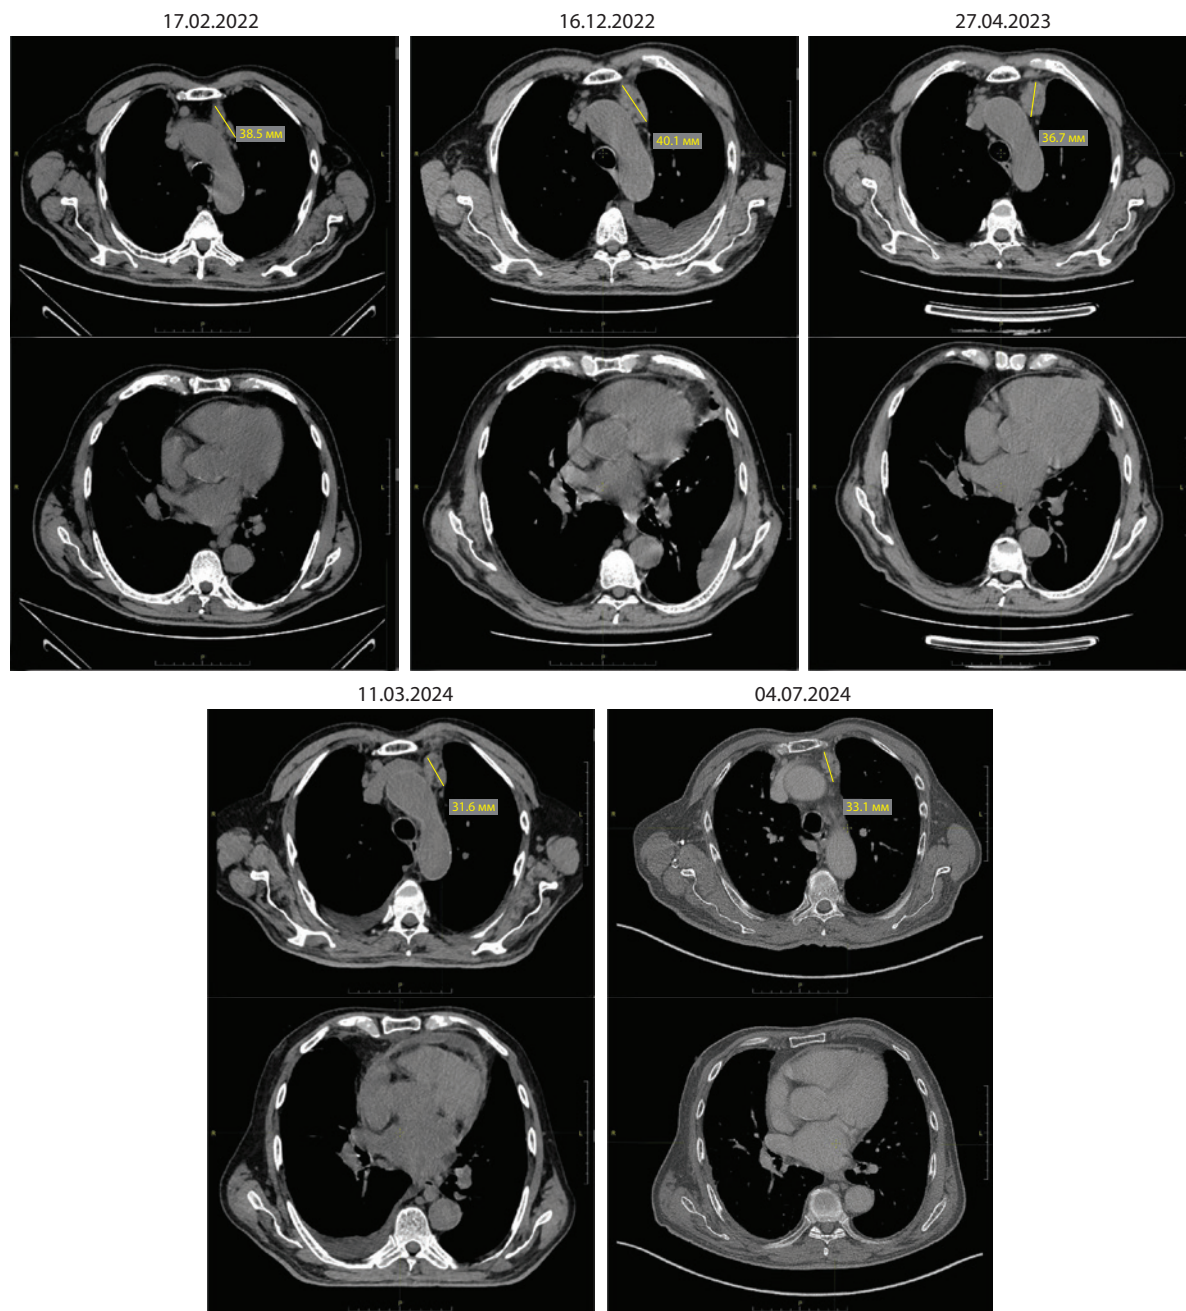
Серия КТ-изображений, отражающая длительность существования внутригрудной лимфаденопатии. В верхних рядах изображений – аксиальные срезы на уровне пакета лимфатических узлов в верхнем средостении (размер обозначен желтым маркером), в нижних – срезы, отражающие состояние перикарда. Белой стрелкой отмечена жидкость в правой плевральной полости, белым треугольником – накопление жидкости в полости перикарда в марте 2024 г.
